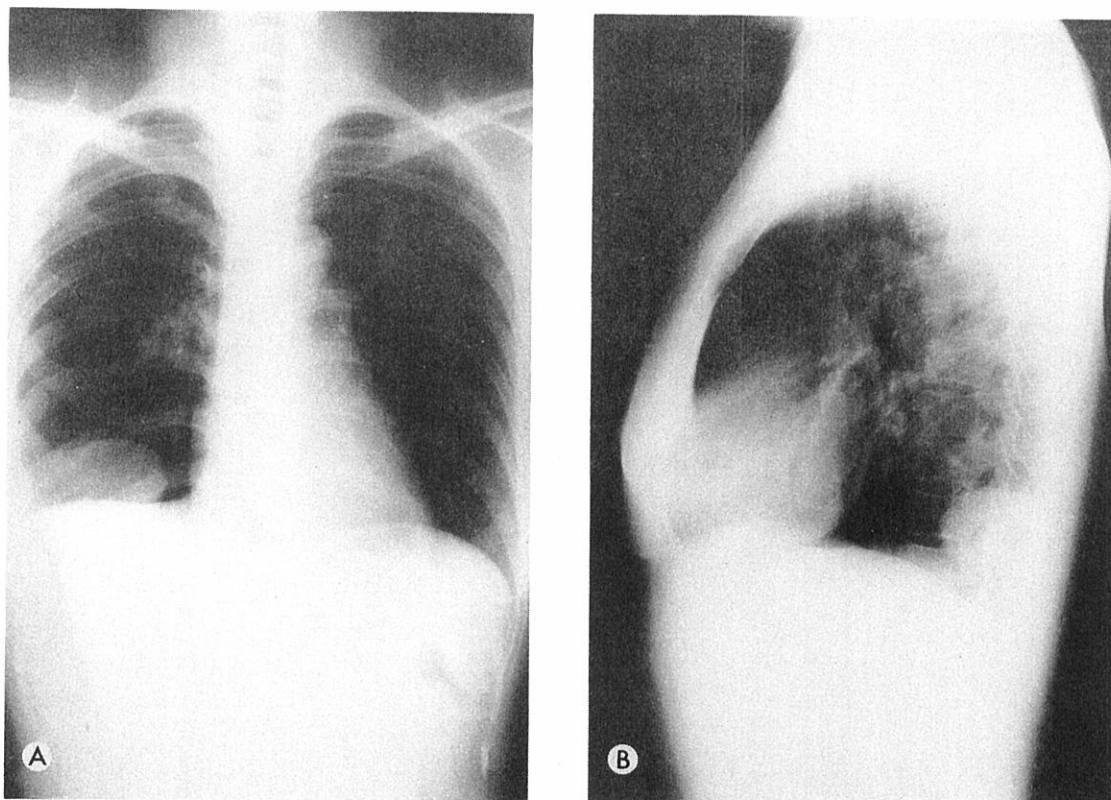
Posteroanterior (A) and lateral (B) chest radiographs in 1967 show a spherical lesion.
